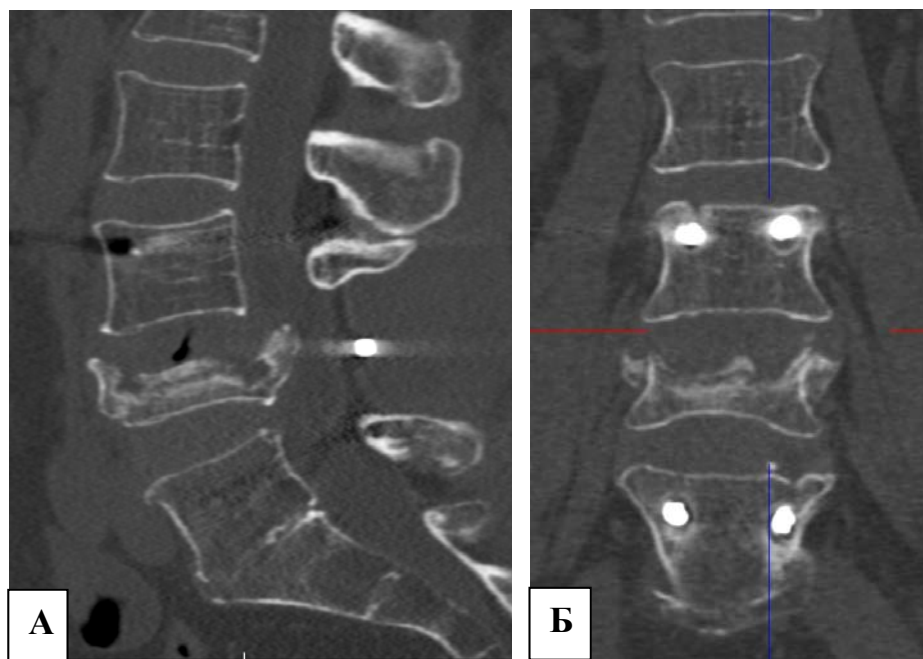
Результаты контрольных КТ после первичного декомпрессивно-стабилизирующего вмешательства: КТ реконструкция в сагиттальной плоскости (А), КТ реконструкция во фронтальной плоскости, видна рентгенпрозрачная область вокруг винтов (Б)
